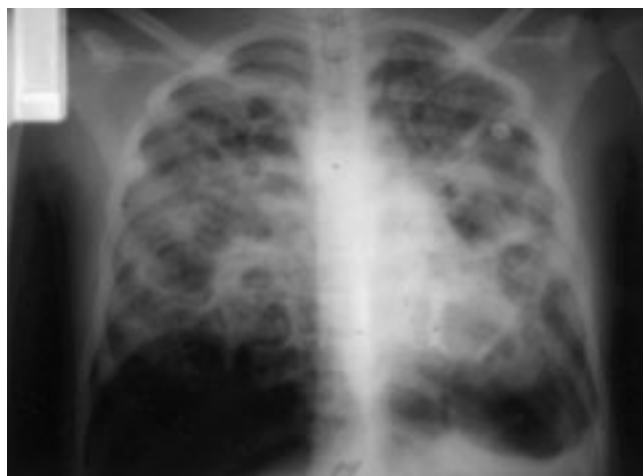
Radiografía de tórax del caso 2 que muestra infiltrado macronodular múltiple bilateral y la presencia de bulas.
